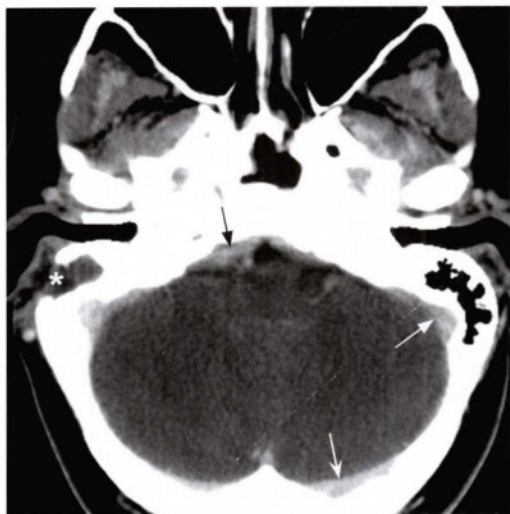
上图下方的横断位增强CT软组织窗图像，显示右侧乳突骨质缺损（星号），同时可见斜坡后区域（黑箭头）硬脑膜异常增厚并强化。左侧横窦（白凹箭头）及乙状窦（白直箭头）内可见正常的血管性强化影像。右侧颈静脉窦也具有类似的典型表现。
